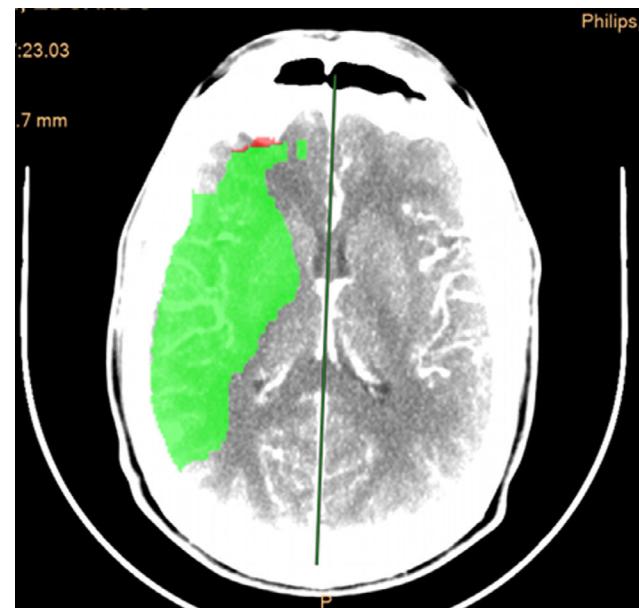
Angio-TC cerebral. Alteración de la perfusión en el territorio de la arteria cerebral media izquierda que corresponde a penumbra, sin zona de infarto.
